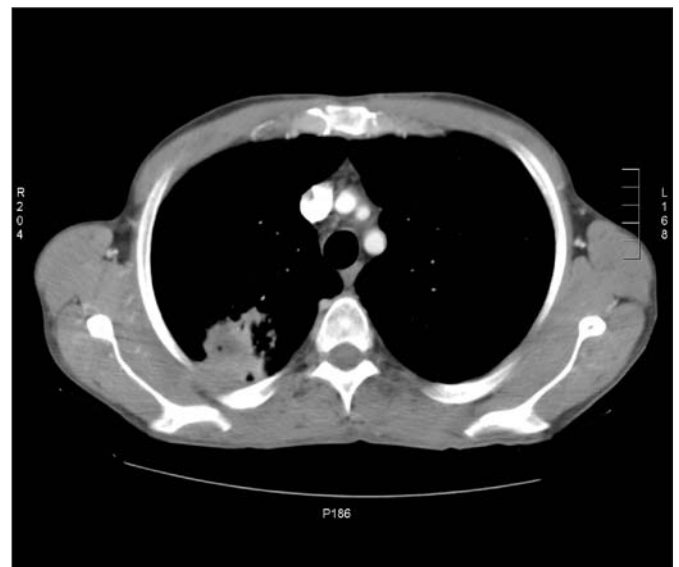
TAC torácica en la que se observa una masa pulmonar en LSD, en contacto con la pleura posterior, parcialmente cavitada y con zonas hipodensas líquidas en el interior de 4 x 4 cm.
